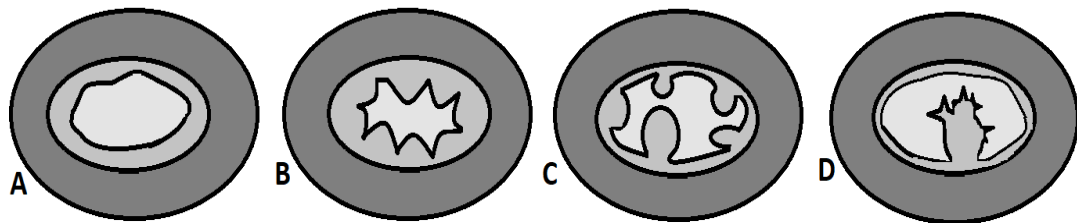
Avaliação da caverna uterina durante a realização de histerossonografia. A: Caverna uterina lisa; B: com dobras endometriais; C: polipoide; D: irregular.
